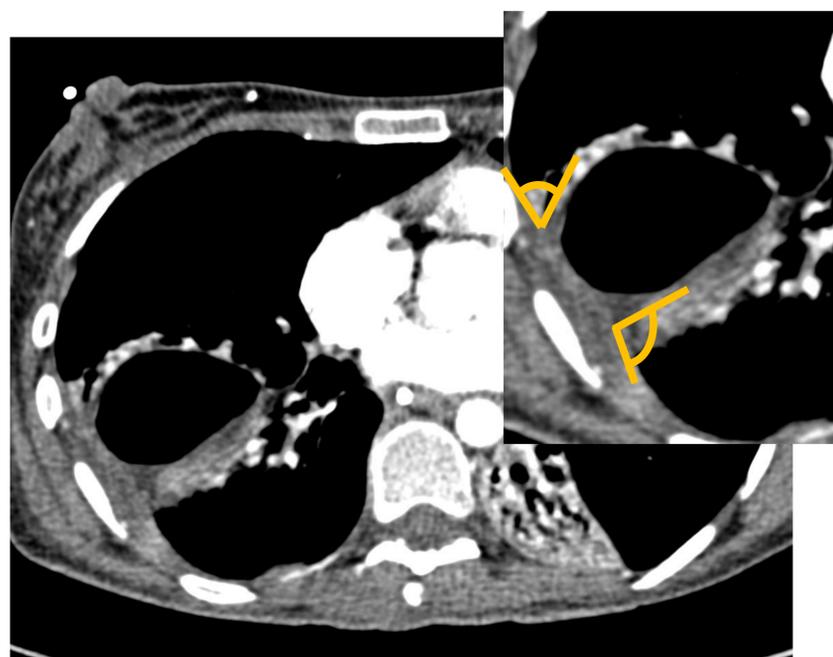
(TC tórax con civ) ángulos cercanos a 90°, poco discriminativos.
